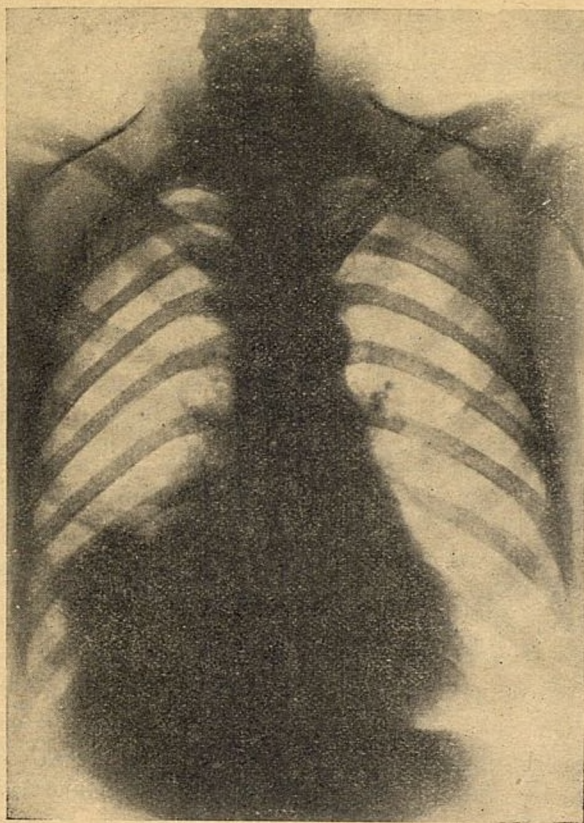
Radiografía de la enferma de la segunda historia clínica (absceso pulmonar en base derecha, de seis meses de cronicidad) al iniciarse el tratamiento endobronquial. (Acción tópica medicamentosa y lavados pulmonares.)
